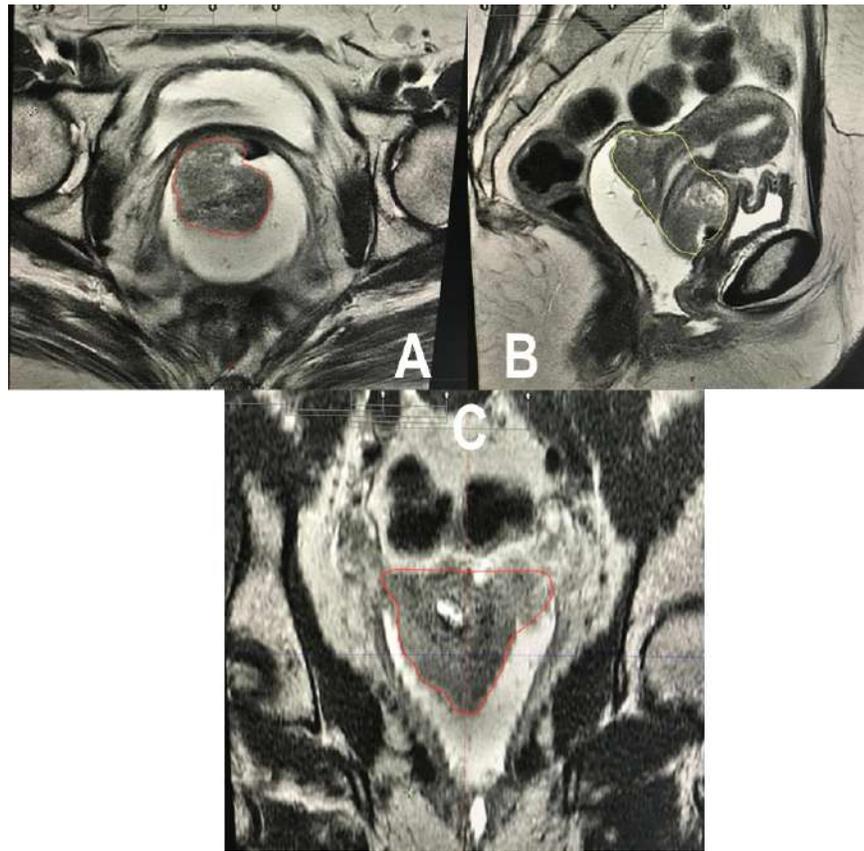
Paciente de 30 años con CCLA etapa IIB. Se describe la delimitación del CTV IR en RM T2w. Imagen A: en corte axial; Imagen B: corte sagital; imagen C: corte coronal. Se visualiza cuello uterino con área de hiperintensidad intermedia – alta correspondiente a tumor. Se observa hiperintensa la cavidad de la vagina y fondos de sacos ocupados por el gel endovaginal. Volumen del CTV IR=70 cc.
